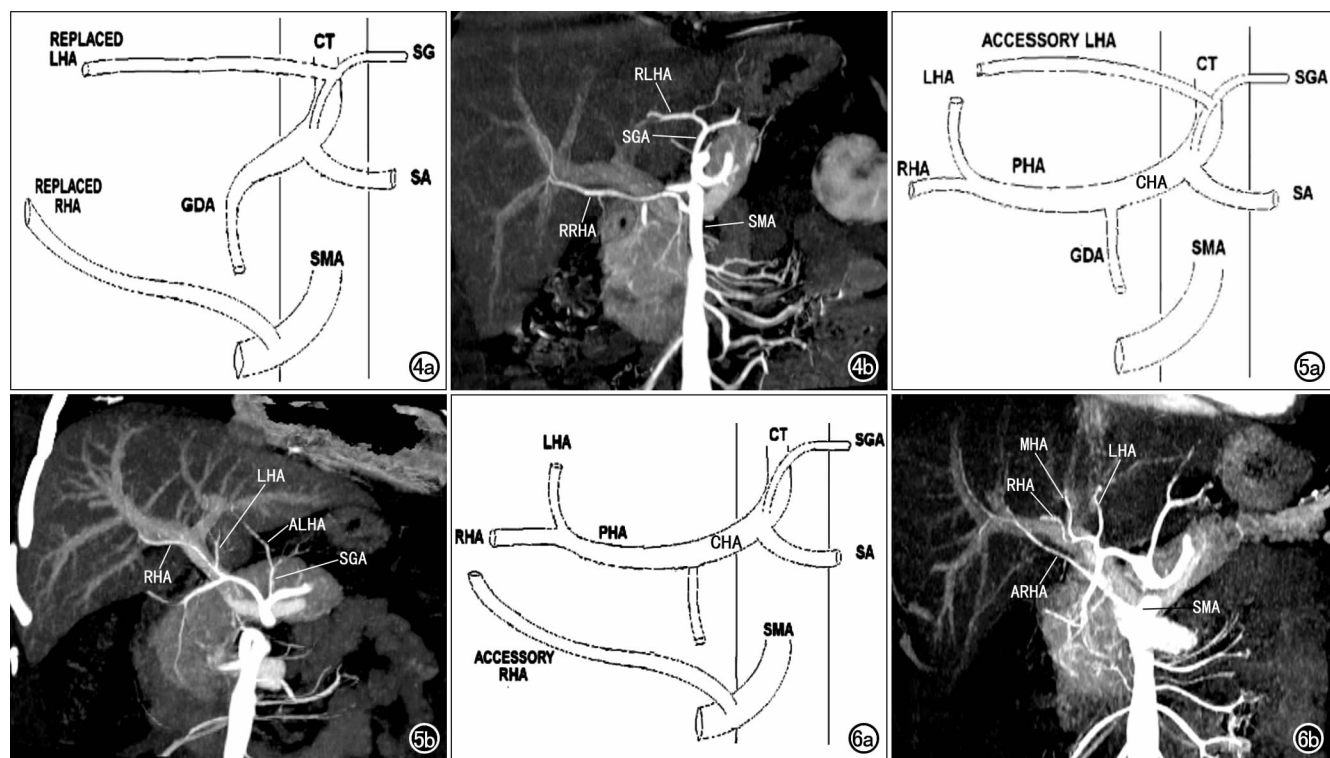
Michel IV 型,同时存在替代肝左动脉(RLHA)及替代肝右动脉(RRHA)。a) 线条图; b) CTA 图。图 5 Michel V 型,副肝左动脉(ALHA)起自胃左动脉(SGA)。a) 线条图; b) CTA 图。图 6 Michel VI 型,副肝右动脉(ARHA)起自肠系膜上动脉(SMA)。a) 线条图; b) CTA 图。
